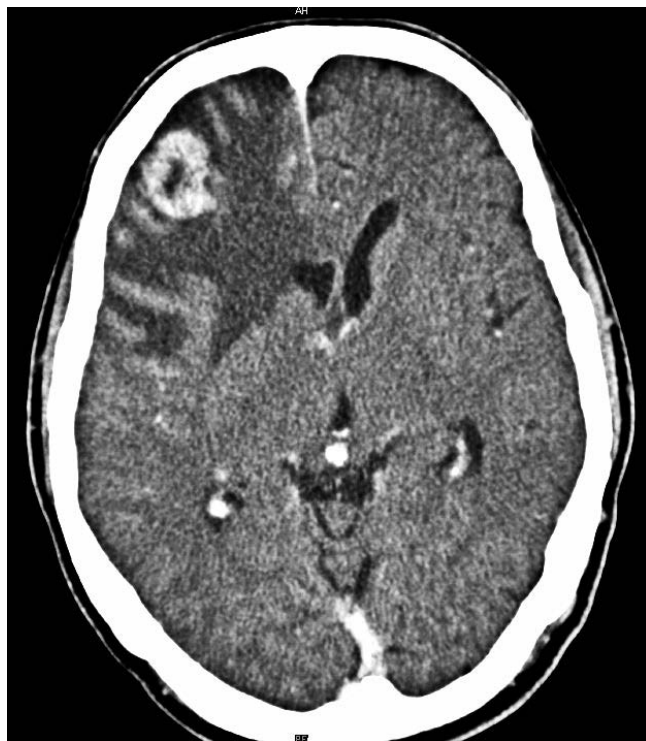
Больной Г., СКТ головного мозга до начала терапии
